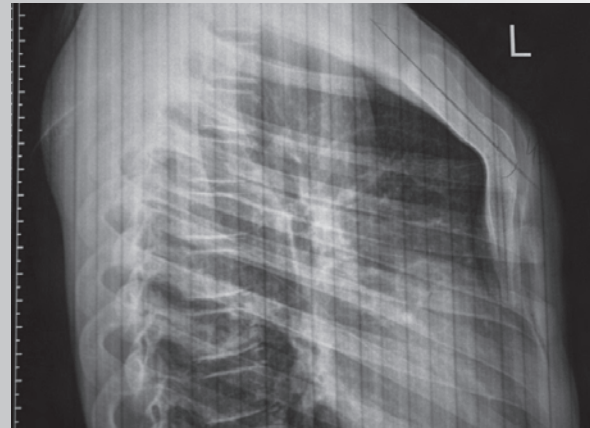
Рентгенограмма пациента с деформацией грудной клетки в боковой проекции
